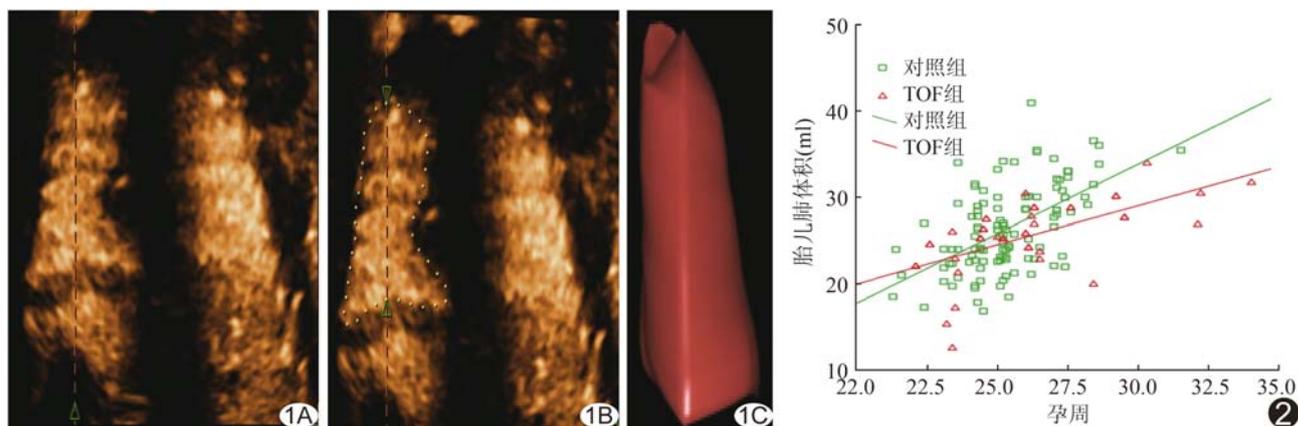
三维超声 VOCAL 技术测量胎儿肺体积 A. 设置测量中心旋转轴; B. 设置测量上下极并进行肺轮廓描记; C. VOCAL 软件自动模拟出肺脏三维轮廓 图 2 TOF 组及对照组胎儿肺体积与孕周相关性散点图
